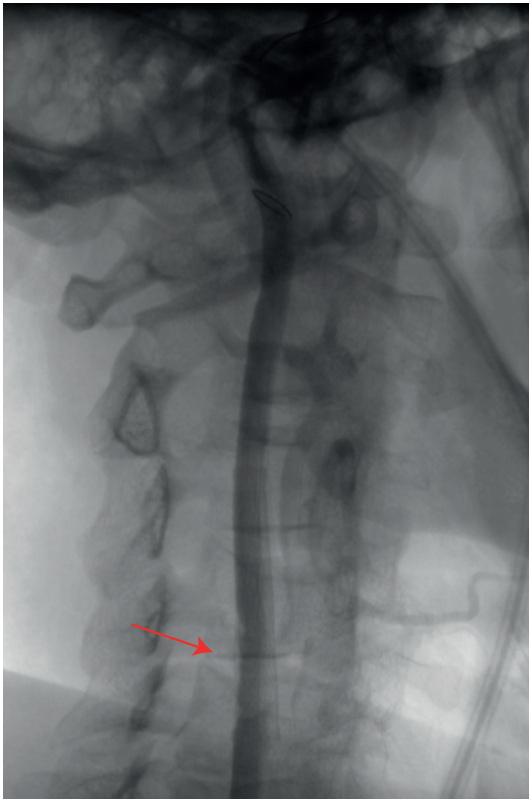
Сохранение протрузии АСБ по данным ангиографии.
